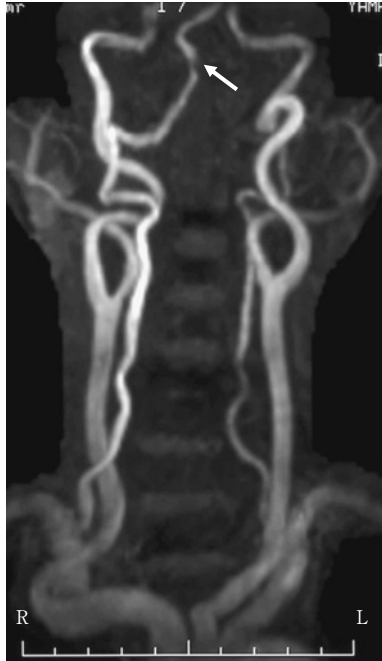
Magnetic resonance angiography showed focal stenosis of right vertebral artery (arrow). Left vertebral artery was not imaged.
